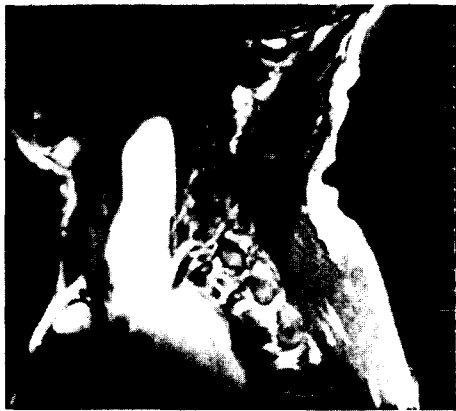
MRI finding showing marked, extensive mass on prevertebral space & deep cervical portion from epiglottic level to carina level (above) and anterior displacement of trachea, great vessels by huge mass without invasion(below).
